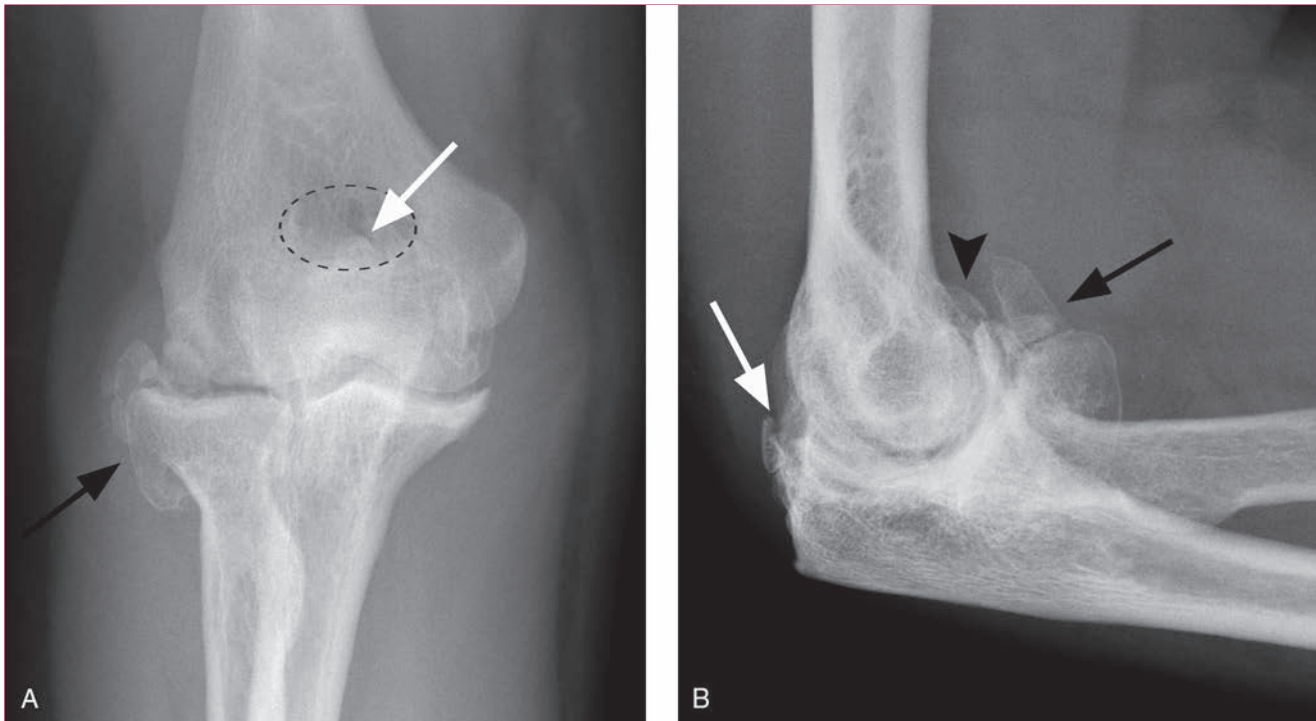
Radiografías de un codo con artrosis. A, En la proyección anteroposterior se aprecian osteofitos periféricos rodeando a la cabeza del radio (flecha negra) y en la punta del olécranon (flecha blanca) con pérdida del contorno normal de la fosa olecraniana (óvalo con borde punteado). B, En la proyección lateral se ven los osteofitos en la punta de la apófisis coronoides (flecha negra), en la punta del olécranon (flecha blanca) y en las fosas radial y coronoides (punta de flecha negra).
